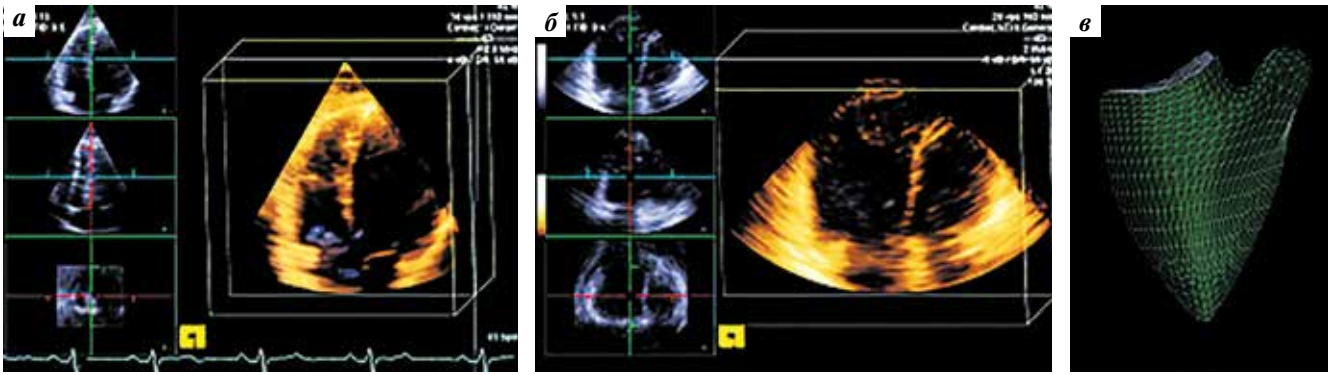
Эхокардиограмма 3D-визуализации правого желудочка: измерения в апикальной (а) и субкостальной (б) позициях для формирования окончательной 3D-модели правого желудочка (в)
